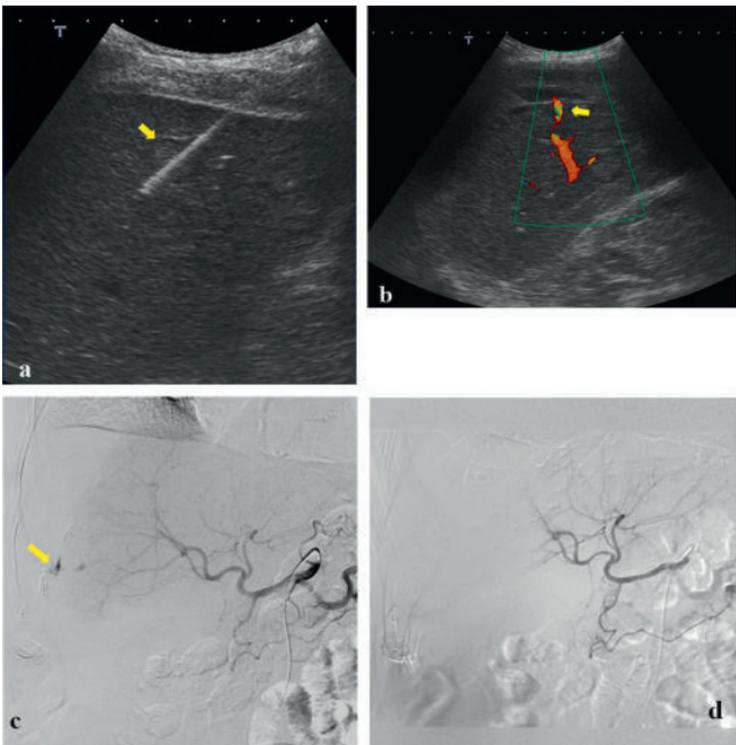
Homme de 91 ans ayant des métastases hépatiques. Bilan d'hémostase normal. Indication à une biopsie sous échographie. a : Aiguille de biopsie en place dans le nodule hépatique (flèche). b : Contrôle écho-doppler 5 minutes après la fin de la biopsie devant des douleurs brutales, montrant une hémorragie active sur le trajet de la biopsie, alimentant un hémopéritoine péri-hépatique (flèche). Le patient est conduit en salle d'angiographie pour une embolisation d'hémostase en urgence. c : Artériographie hépatique montrant une rupture d'une artériole sous capsulaire alimentant l'hémopéritoine (flèche). d : Contrôle angiographique après embolisation montrant l'arrêt du saignement.
